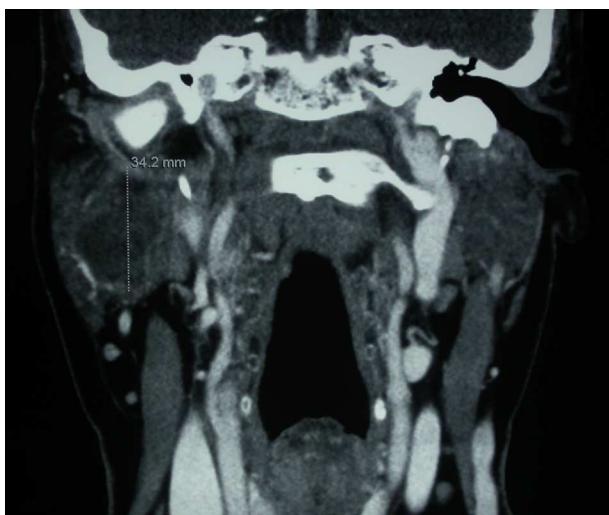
Corte coronal estudio TC preoperatorio en el que se observa una tumoración intraparótidea hipointensa, con mínimo realce tras la administración de contraste.
